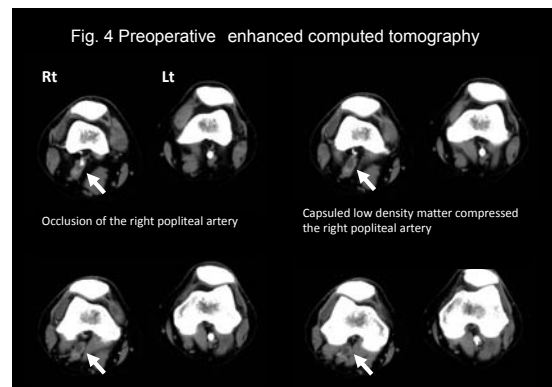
Preoperative Computed tomography. Capsuled low density matter compressed the right popliteal artery was confirmed in retrospective consideration.
